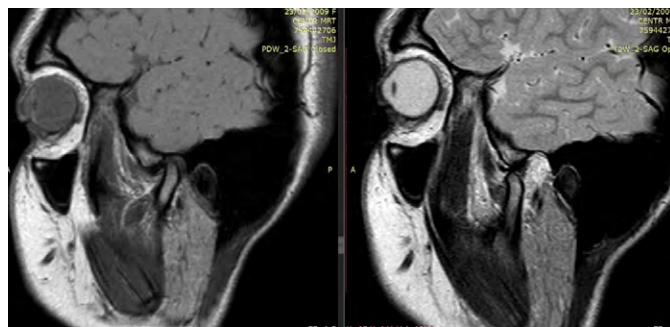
МРТ ВНЧС с закрытым ртом (переднее смещение суставного диска (СД)) и с открытым ртом (полная репозиция СД)
